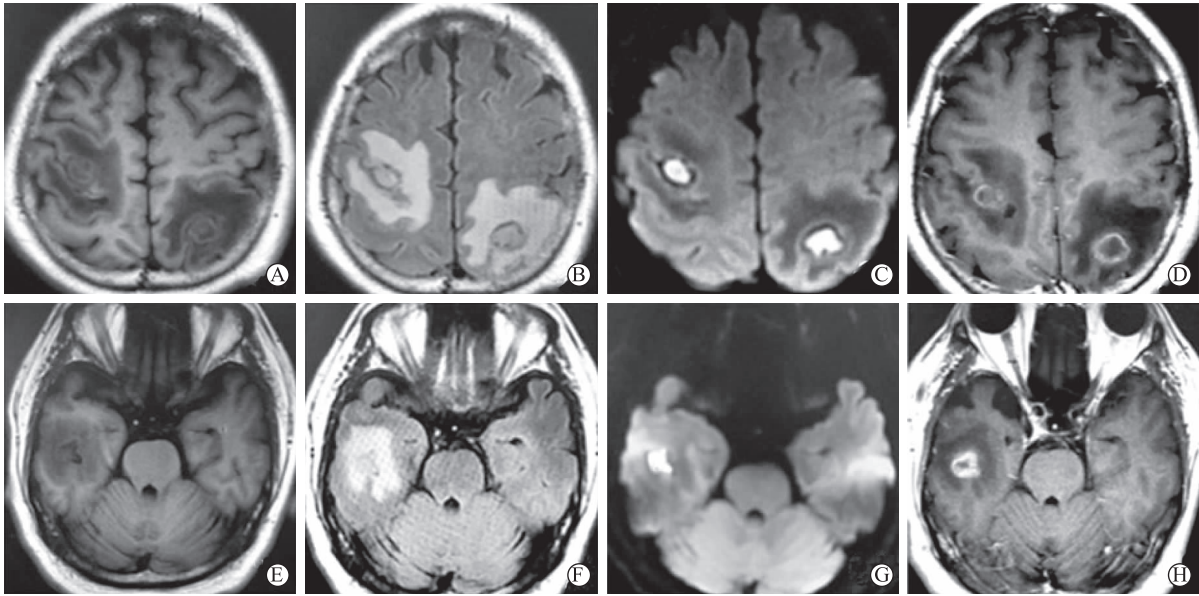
入院第 8 d 头部 MRI 表现 A、E 为 T₁ FLAIR, B、F 为 T₂ FLAIR, C、G 为 DWI, D、H 为增强扫描
